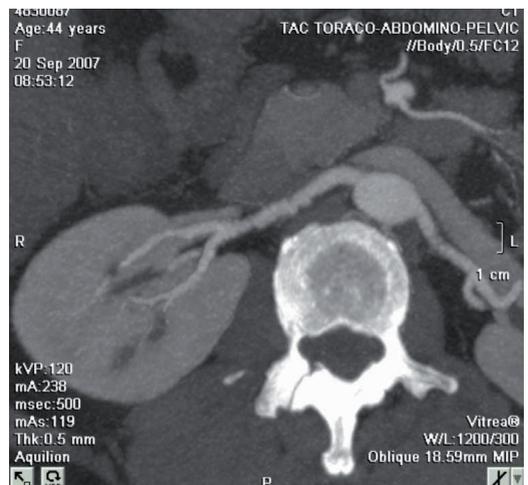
Mujer de 44 años de edad con hipertensión arterial. Estudio de las arterias renales mediante TAC con contraste intravenoso. Se visualiza una reconstrucción multiplanar MIP axial. Puede observarse la presencia de múltiples estenosis de la arteria renal derecha con un aspecto característico "arrosariado".
